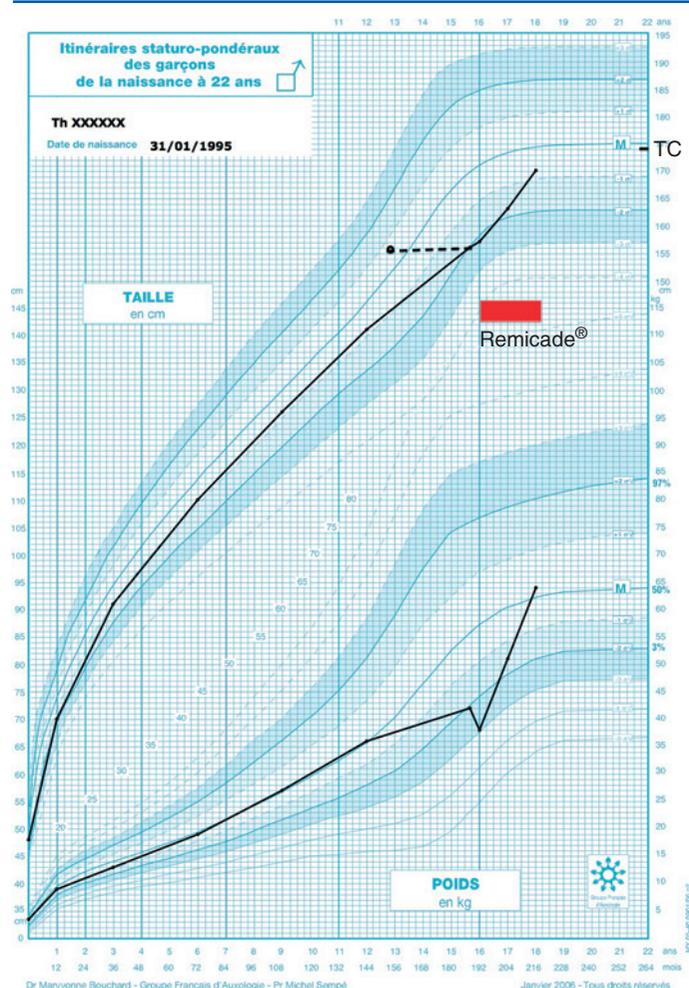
Courbe de croissance statur pondérale d'un adolescent consultant pour petite taille et retard pubertaire. L'infléchissement pondéral marqué précède l'infléchissement statural bien progressif. Le diagnostic après bilan étiologique est une maladie de Crohn. Le traitement étiologique (Remicade®) permet à lui seul un redémarrage pubertaire et une normalisation de la croissance. TC : taille cible.
